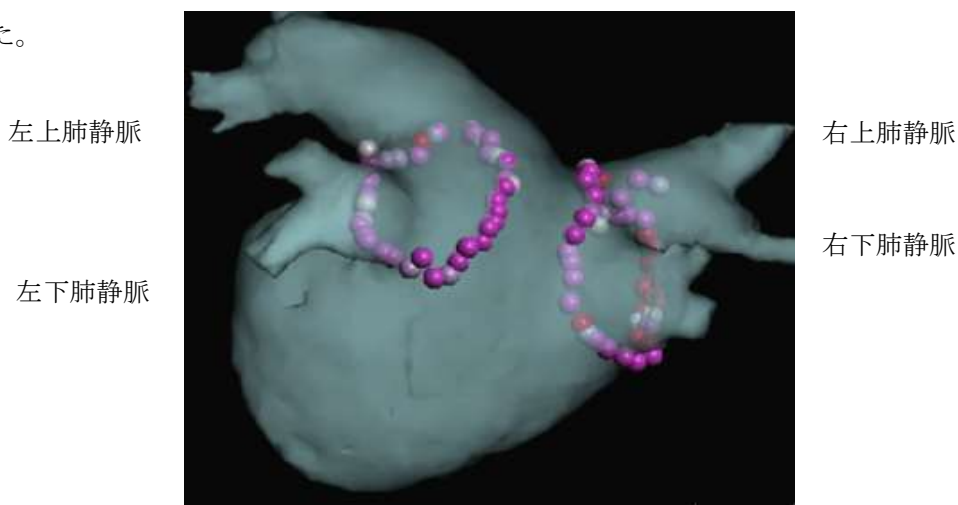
左心房CT検査の3D構築例 (*本患者の画像ではありません)
